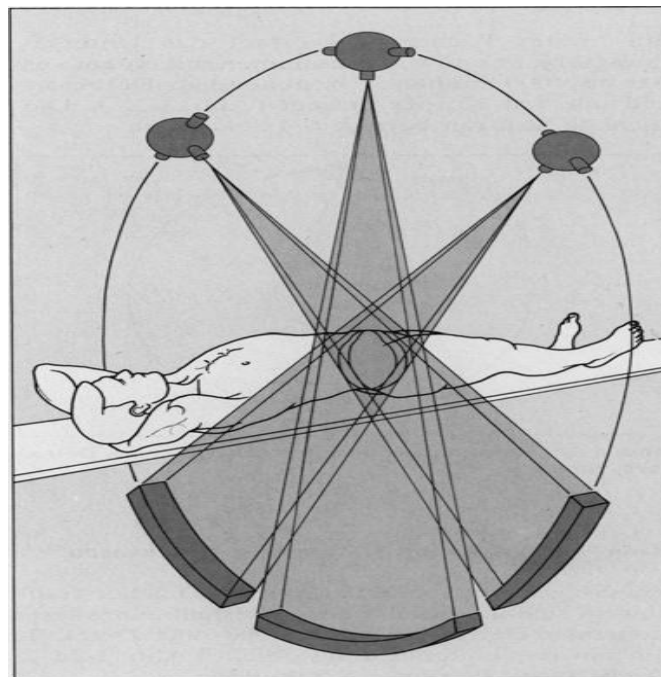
Prinzip der Datenerfassung bei der Computertomographie Projektionen einer Schicht werden aus vielen verschiedenen Richtungen senkrecht zur Körperachse durch ein Detektor-System registriert (Wegener 1996).
